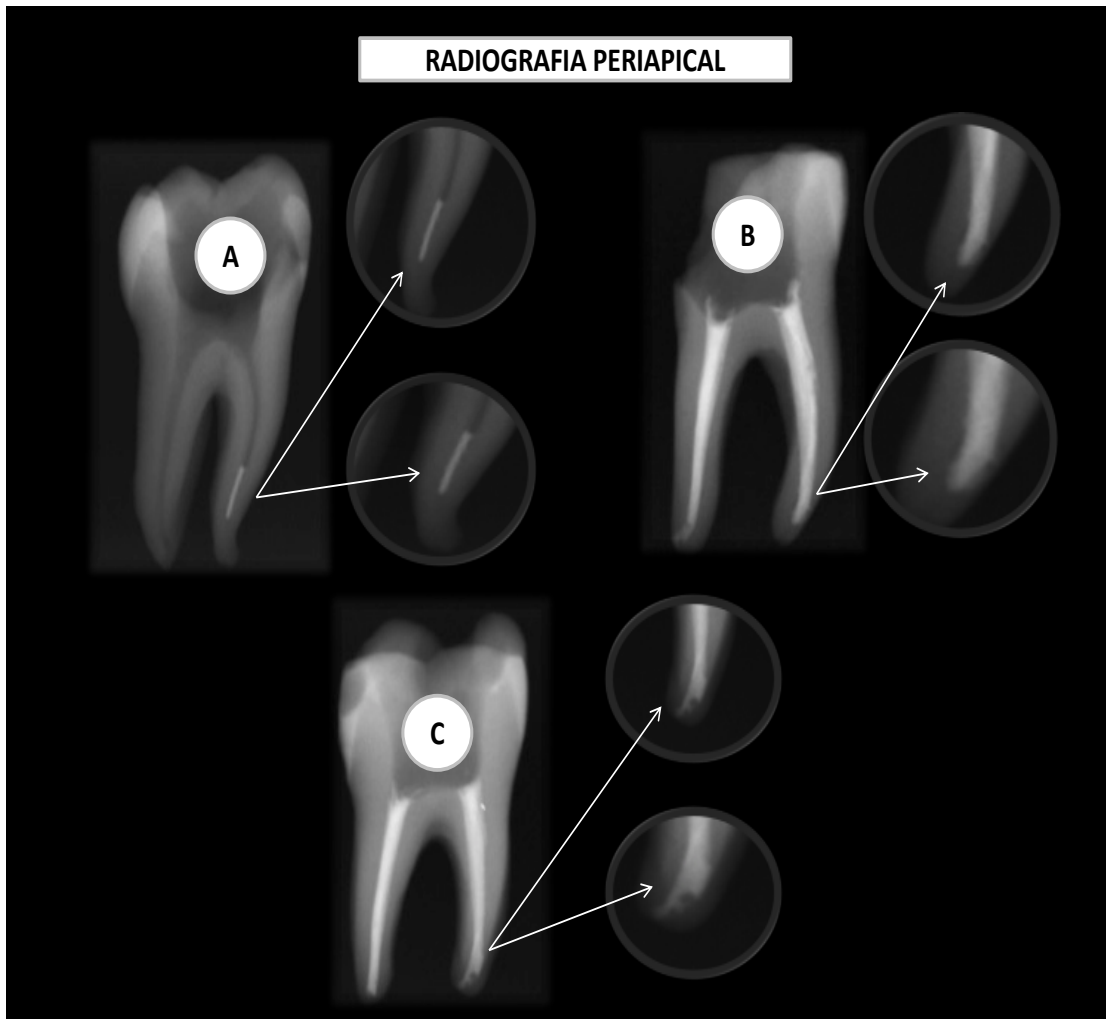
Erros operatórios observados por radiografia periapical : fratura de instrumento (A) e desvio (B,C).
